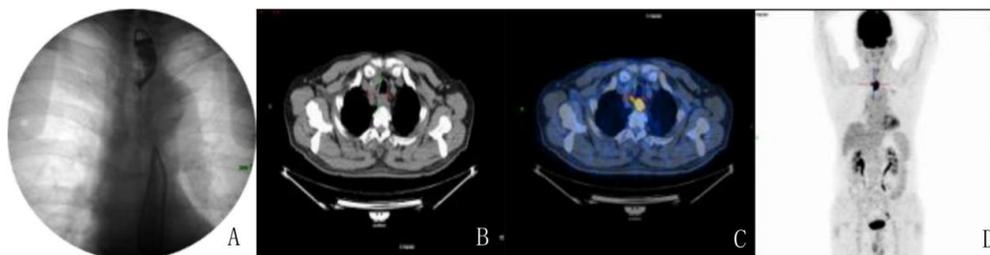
初诊时的食道碘水(A)、PET-CT(B,C,D)
